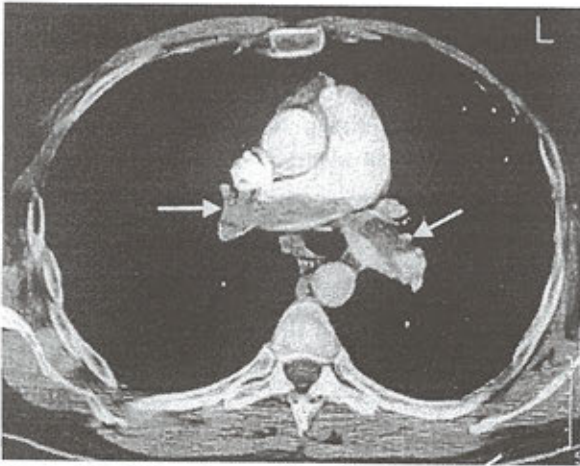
Spiral BT anjiyografide sağ pulmoner arter içinde emboliye ait dolum defektini (ok) görmektedir.
